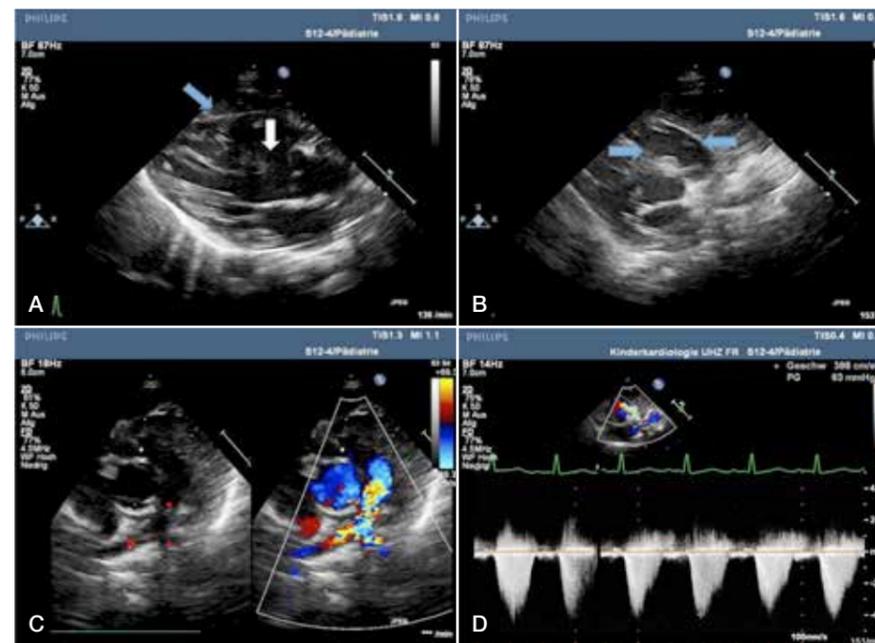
Echokardiographische Bilder einer unkorrigierten Fallot'schen Tetralogie
